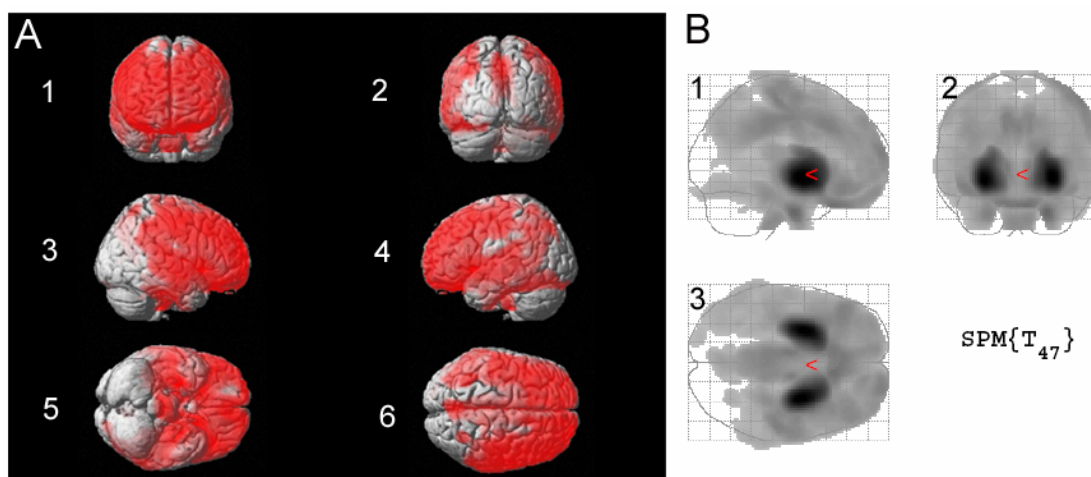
SPM-Analyse HD-Gruppe < Normkollektiv (Normalisierung des Glucosestoffwechsels auf das Cerebellum) (A) Voxel mit signifikanten Z-Score-Werten auf ein oberflächengerendertes MRI projiziert: 1) frontal; 2) occipital; 3) rechts lateral; 4) links lateral; 5) ventral; 6) dorsal; auf allen Projektionen Hirn-Areale mit signifikantem Hypometabolismus in der HD-Gruppe rot gefärbt (B) MIP des Gruppenvergleichs HD-Patienten < Normkollektiv: 1) lateral; 2) occipital; 3) dorsal: Angezeigt werden Voxel mit signifikant erniedrigtem Glucosestoffwechsel in der HD-Gruppe ($p < 0,001$, unkorrigiert)
